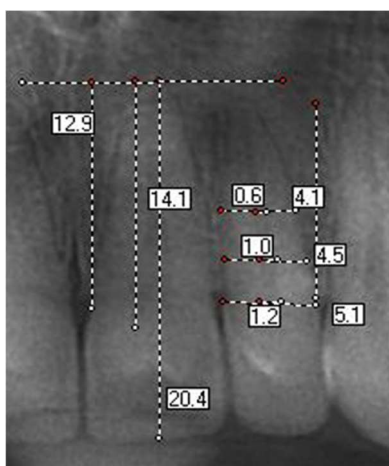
Πραγματοποίηση των γραμμικών μετρήσεων μήκους (αριστερά) και πλάτους (δεξιά) της μεθόδου Kvaal σε μετωπιαία τομή άνω κεντρικού τομέα από σάρωση CBCT. (Akay και συν., 2019)
